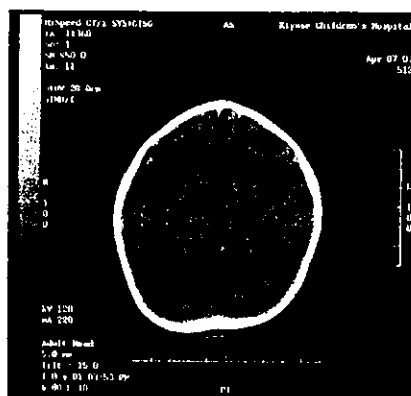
Cranial CT scan at the age of 14 months showed hypoplasia of anterior portion of cerebrum. However, there were no anatomical abnormalities.
